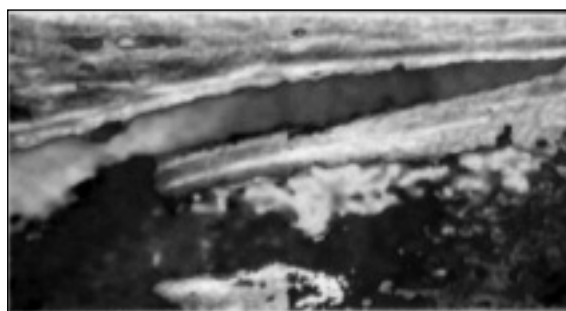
Ecografia do membro superior esquerdo revela espessamento do tecido celular subcutâneo
